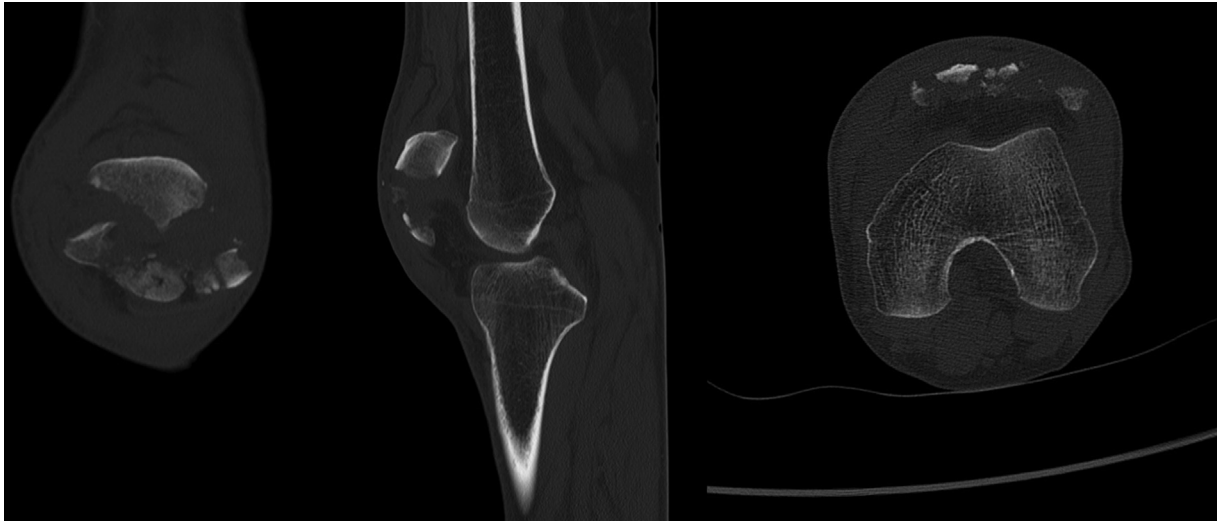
Cortes coronal, sagital y axial de TAC de rodilla en que se observa fractura conminuta del polo distal de la patela izquierda.
